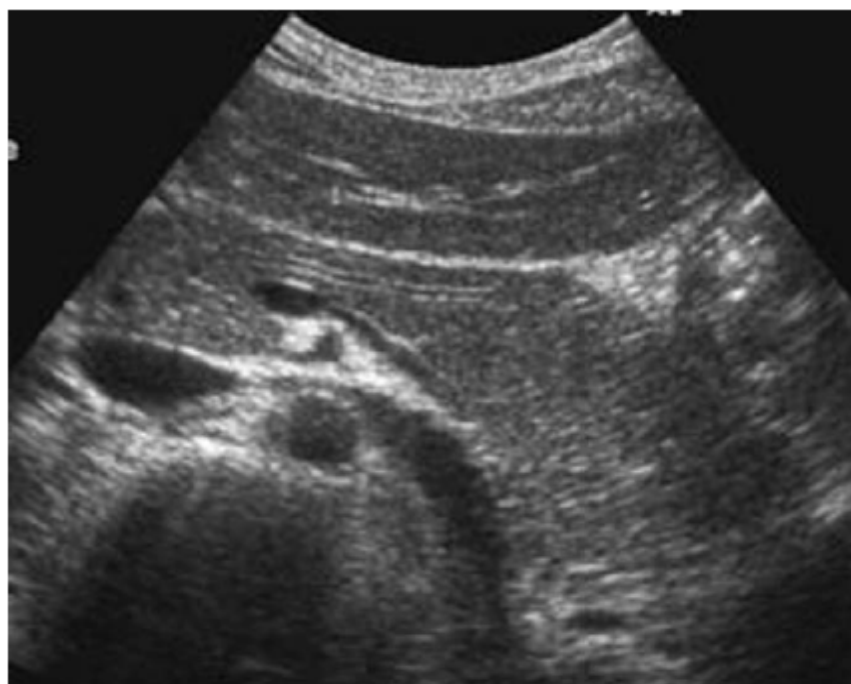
coupe échographique du pancréas chez l'enfant montrant un aspect isoechogène du lobe gauche
